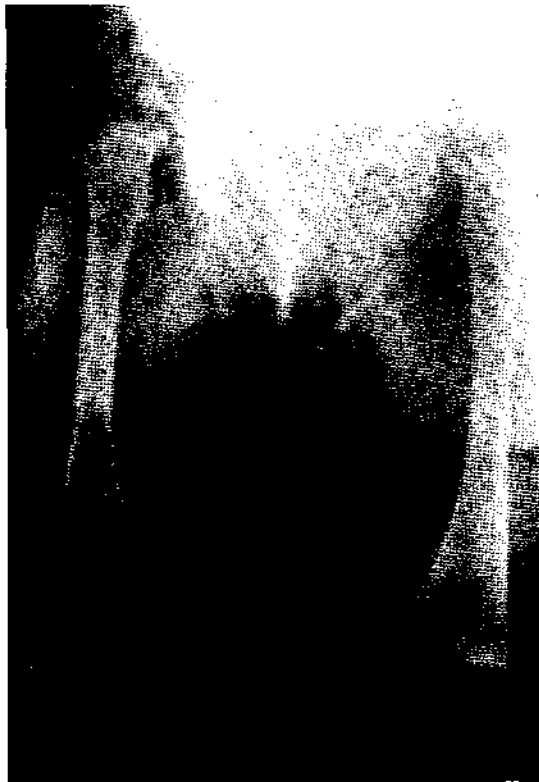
Radiografía hemihipertrofia extremidad inferior izquierda.
